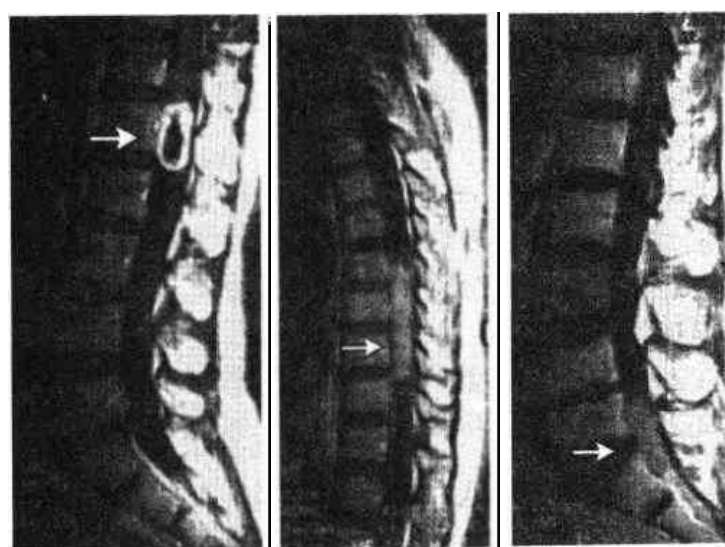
椎管内肿瘤 MRI(矢状位)增强后表现
